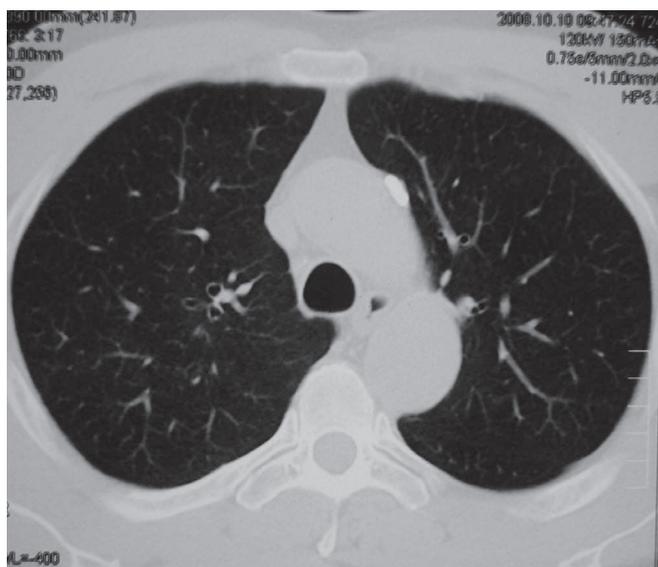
КТ органов грудной клетки больного К. от 10.10.08 г. Парааортальный кальцинированный лимфатический узел
